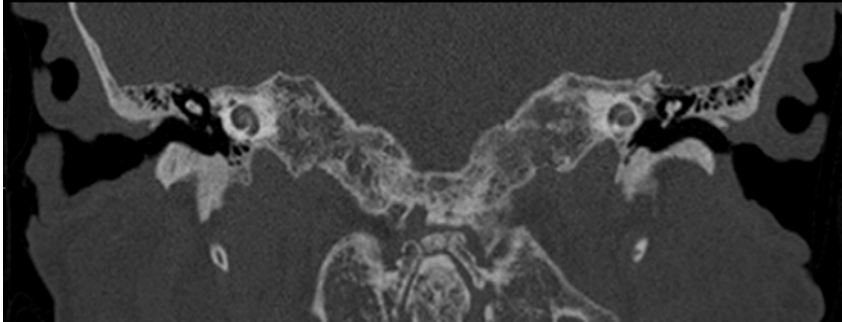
Reconstrucción coronal de TC de peñascos del temporal que muestra alteración de la atenuación ósea con patrón mixto (áreas de esclerosis con zonas líticas) de ambos ápex petrosos, base craneal y charnela occipito-cervical por hueso pagético.
